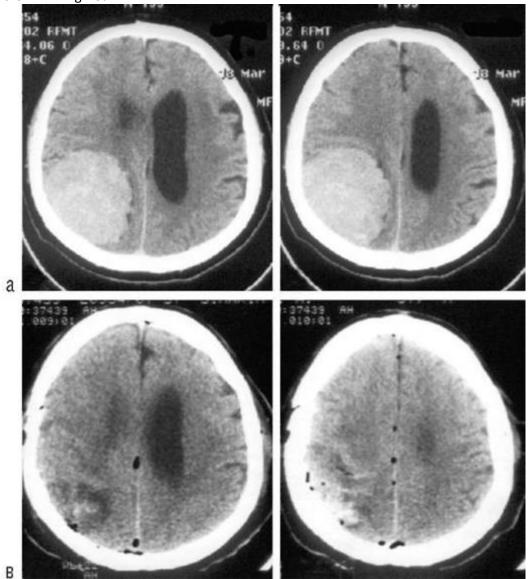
Пример радикального удаления менингиомы, кон-векситальная менингиома теменной области, компьютерная томография с контрастным усилением: а, б - до операции; в, г - после операции
